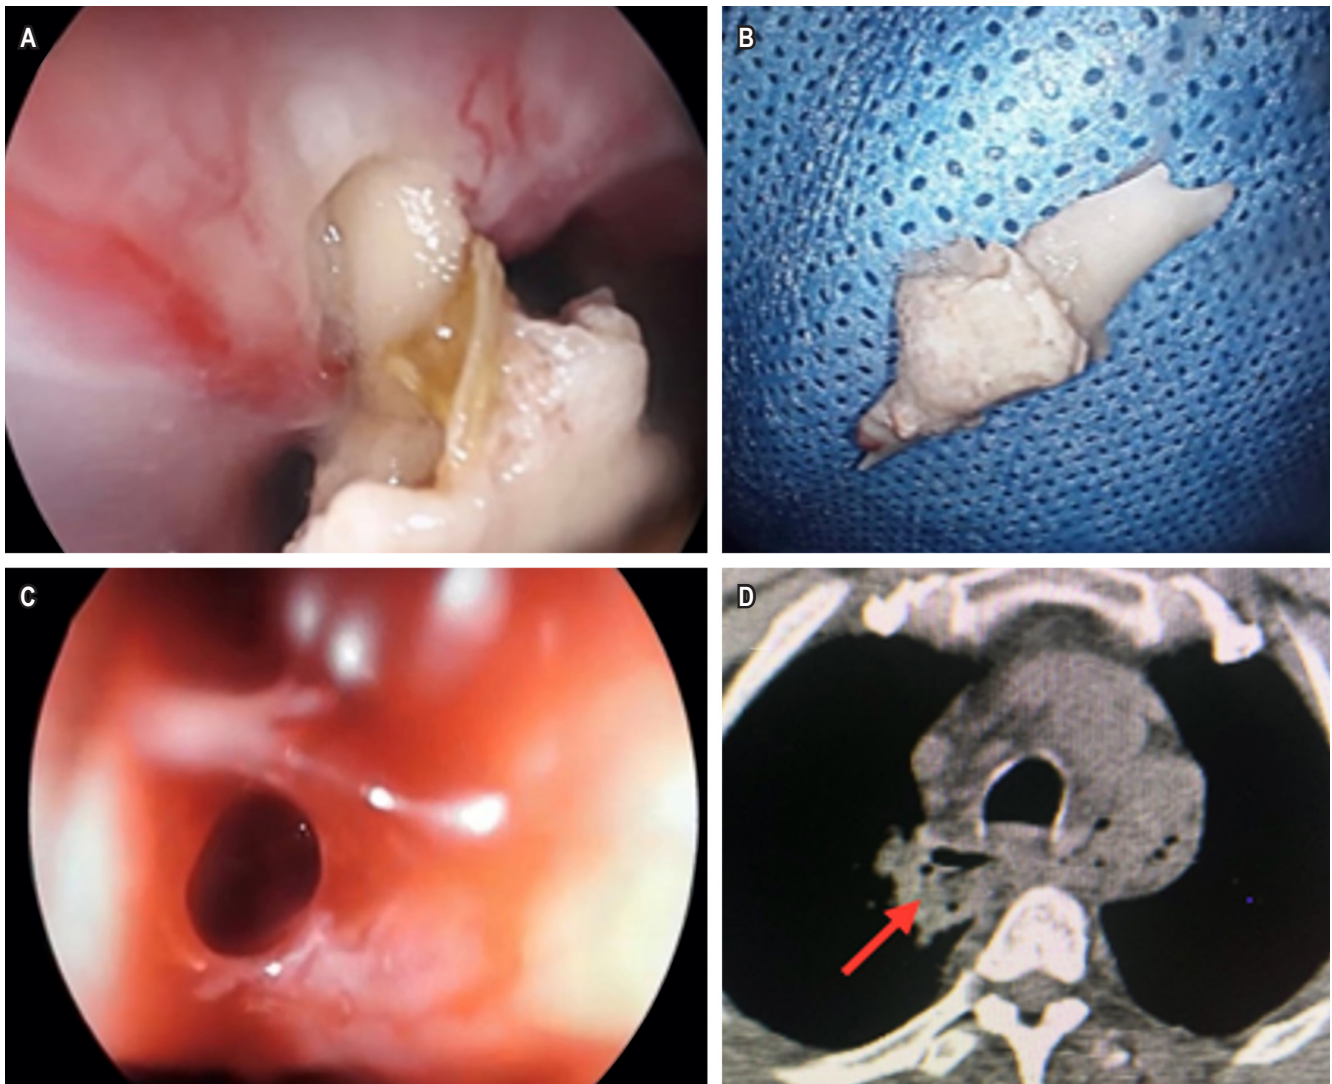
Presencia de cuerpo extraño en el esófago. A. Cuerpo extraño impactado. B. Cuerpo extraño. C. Perforación en la pared esofágica. D. Gas a nivel esofágico y espacio retrofaríngeo en la TAC. Imágenes propiedad de los autores.
